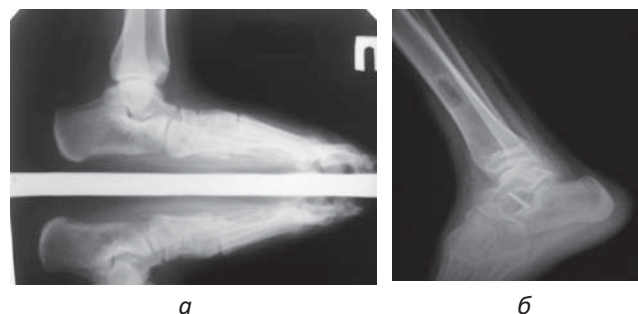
Рентгенологические снимки правой стопы пациента подгруппы А контрольной группы до и после операции
